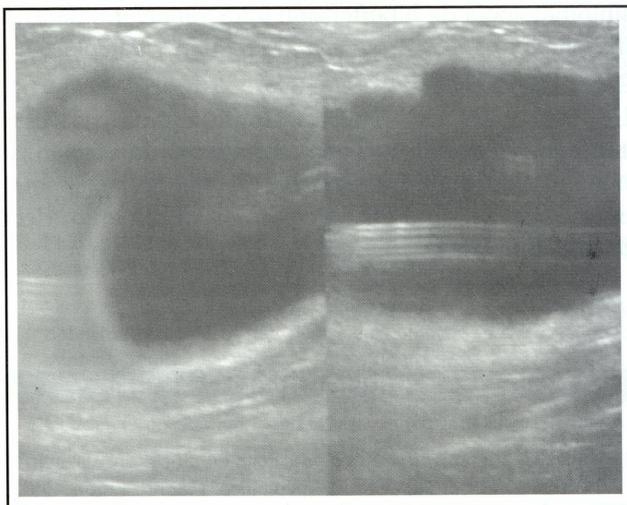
Ecografía abdominal que muestra un quiste de pared con el catéter peritoneal en su interior.
